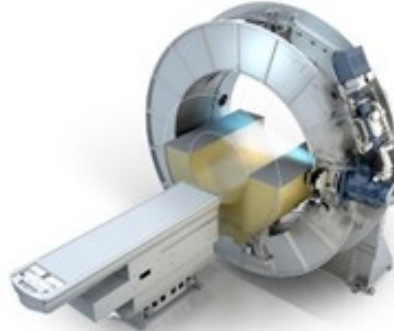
Manyetik alan ışın eksenini dik ve paralel Bi-Planar Linac-MRI Sistemleri
